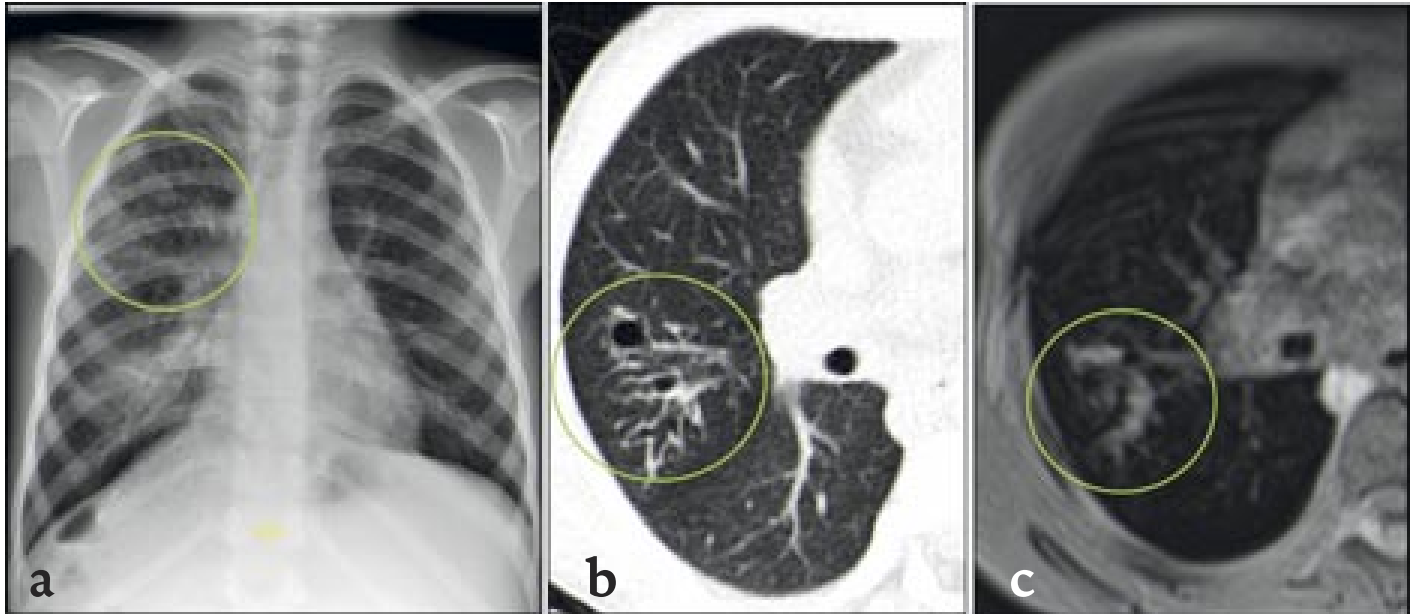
Röntgen (a), CT (b) und MRT (c) der Lunge bei einem 10 Jahre alten Patienten mit zystischer Fibrose.
